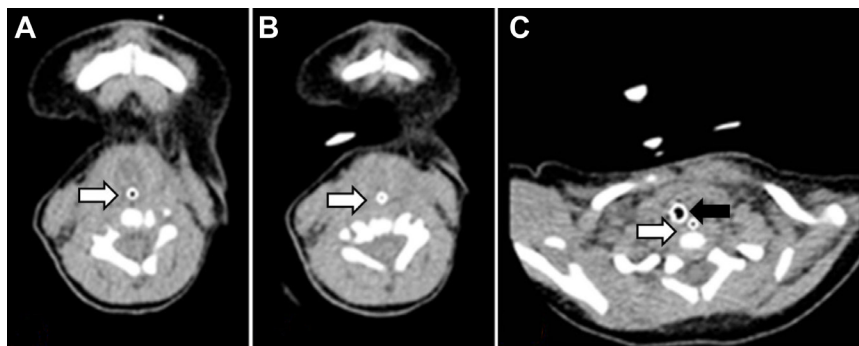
Pharyngeal non-contrast computed tomography showed no visualization of trachea. (A) At level of C3 vertebral body, (B) at level of C5 vertebral body, (C) at level of C7 vertebral body, tracheostomy tube insertion site. White arrow indicates esophagus and black arrow indicates tracheostomy tube.
